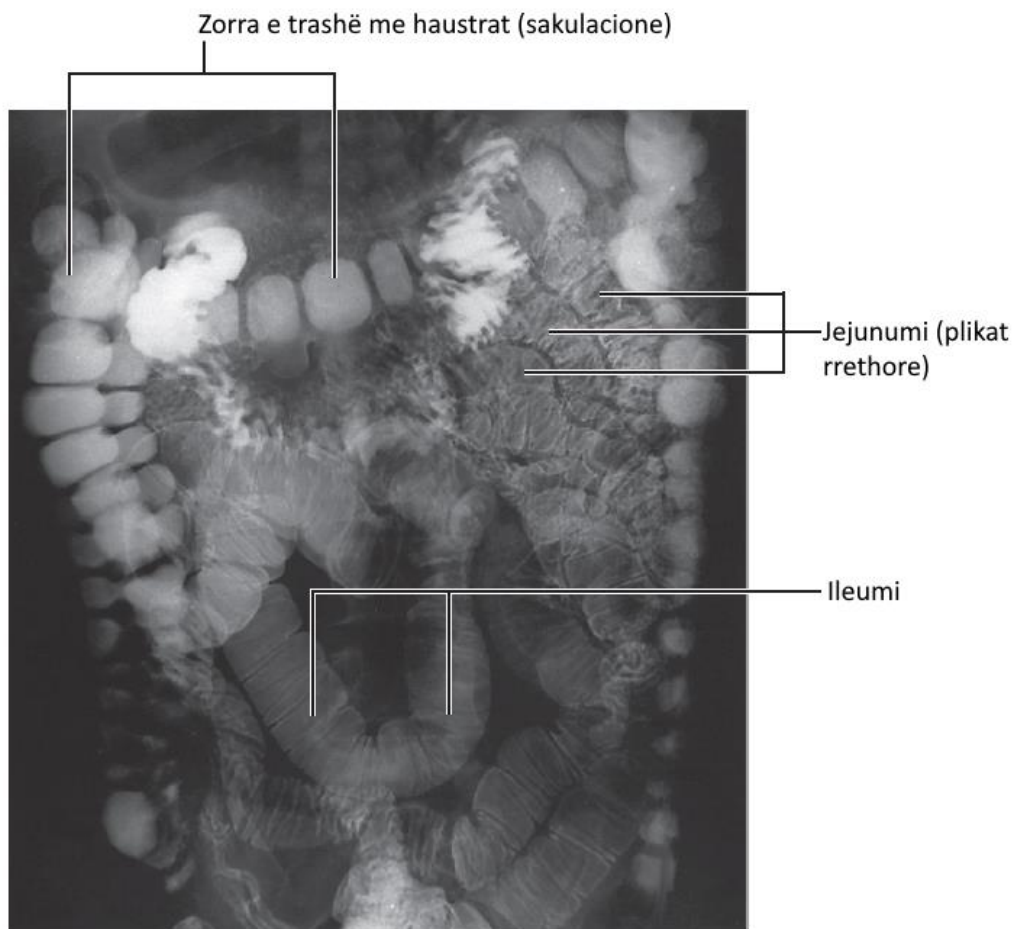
Figura xiii. Radiografi e abdomenit me kontrast bariumi, ku tregohet jejunumi, ileumi dhe pjesë të zorrës së trashë
